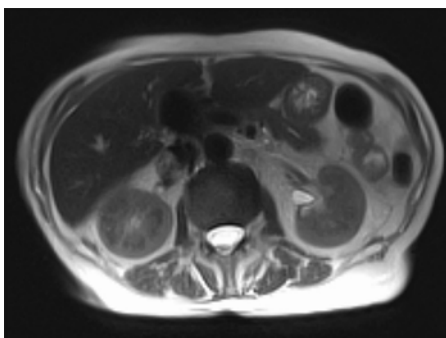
Oben: MRI der Nieren in der T2-Gewichtung. Unten: Montage aus zwei Einzelbildern der Nieren in der diffusions-gewichteten Sequenz zur optimalen Darstellung. Die Bilder zeigen ein generalisiertes Parenchymödem und eine Diffusionsstörung der Papillen mit invertierter corticomedullärer Differenzierung (in der diffusions-gewichteten Sequenz sind Nierenrinde und Nierenmark normalerweise kaum voneinander abgrenzbar – die auf diesen Bildern deutlichen Unterschiede sind Ausdruck der Perfusionsstörung mit reduzierter Durchblutung der Nierenpapillen).
